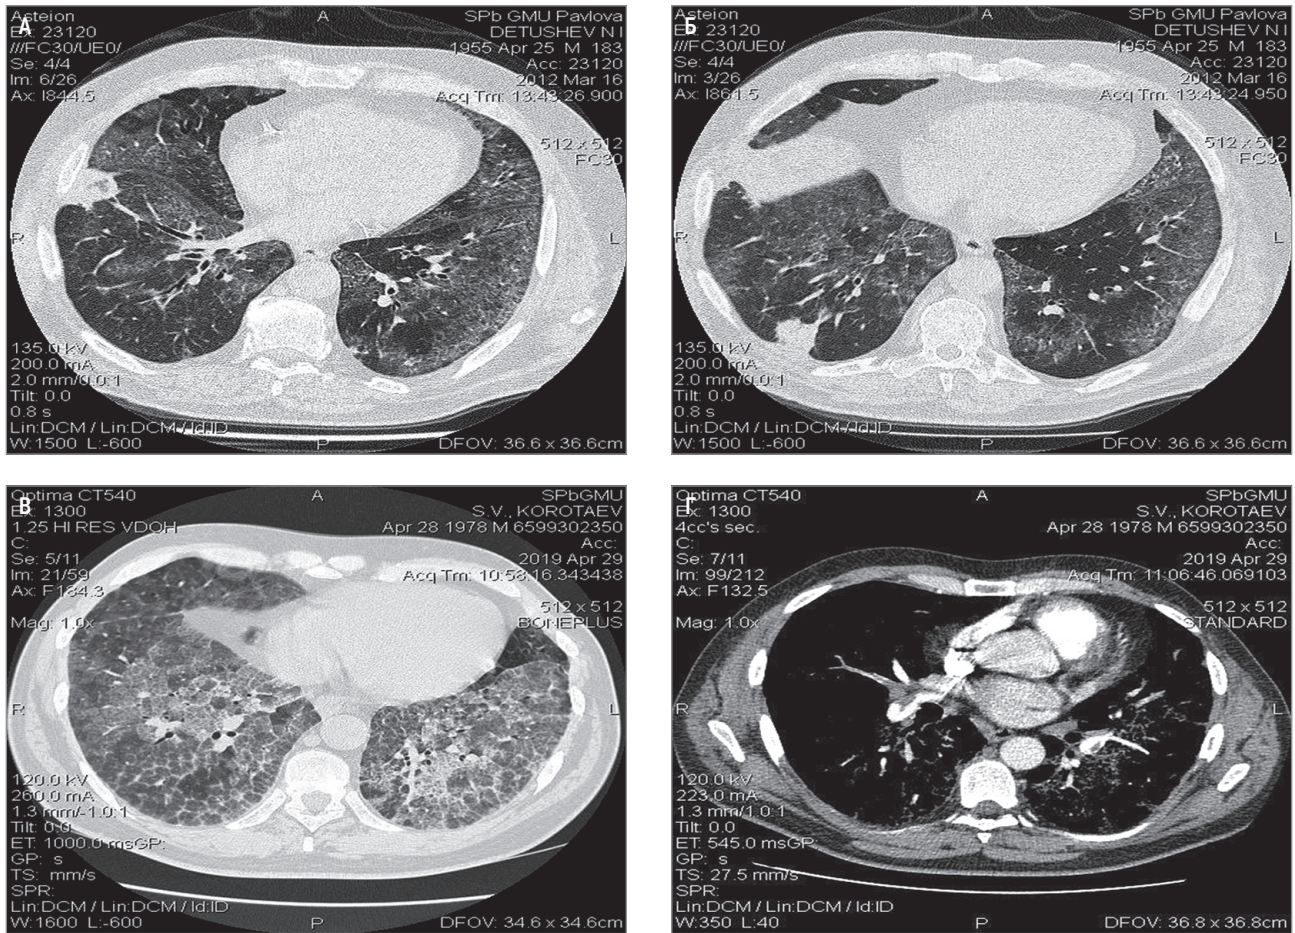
Дифференцирование лучевых симптомов ЛАП: А – появление участков уплотнения легочной ткани альвеолярного характера, неправильной треугольной формы в S8 и S9 справа, широким основанием прилежащих к плевре, типичное для КТ-картины инфарктов легкого, а также двусторонние интерстициальные изменения, характерные для проявлений ЛАП («бульжная мостовая») у больного 57 лет; Б – появление нехарактерного для ЛАП кровохарканья у больного 41 года; В – у того же пациента типичные для ЛАП изменения в легких без признаков инфаркта; Г – множественные дефекты контрастирования ветвей легочной артерии при КТ-ангиографии
